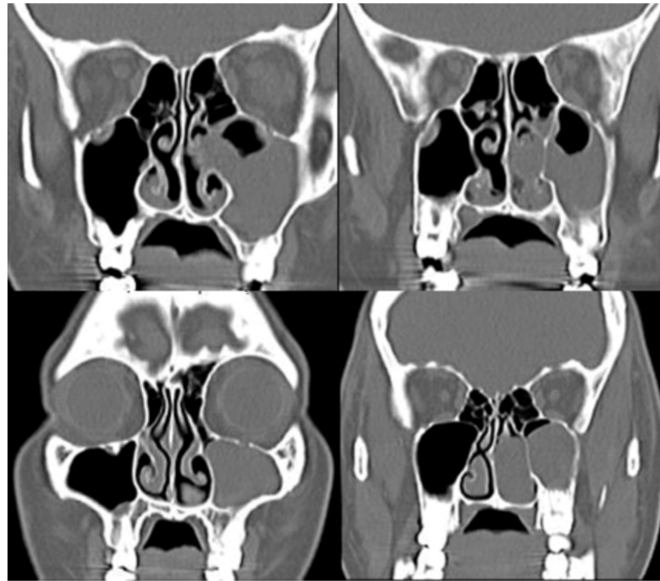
TDM (Coupe coronale) Montrant un PAC gauche
